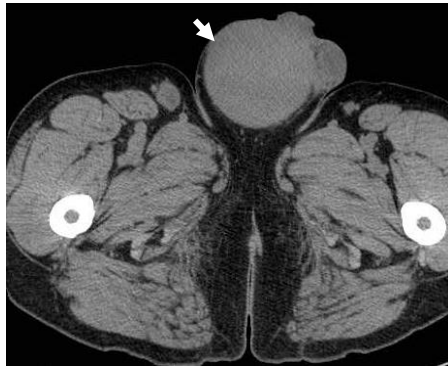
КТ паховой области (а) и малого таза (б). Определяется опухоль яичка (стрелка) и метастазы в подвздошные лимфатические узлы (ромбовидная стрелка)
